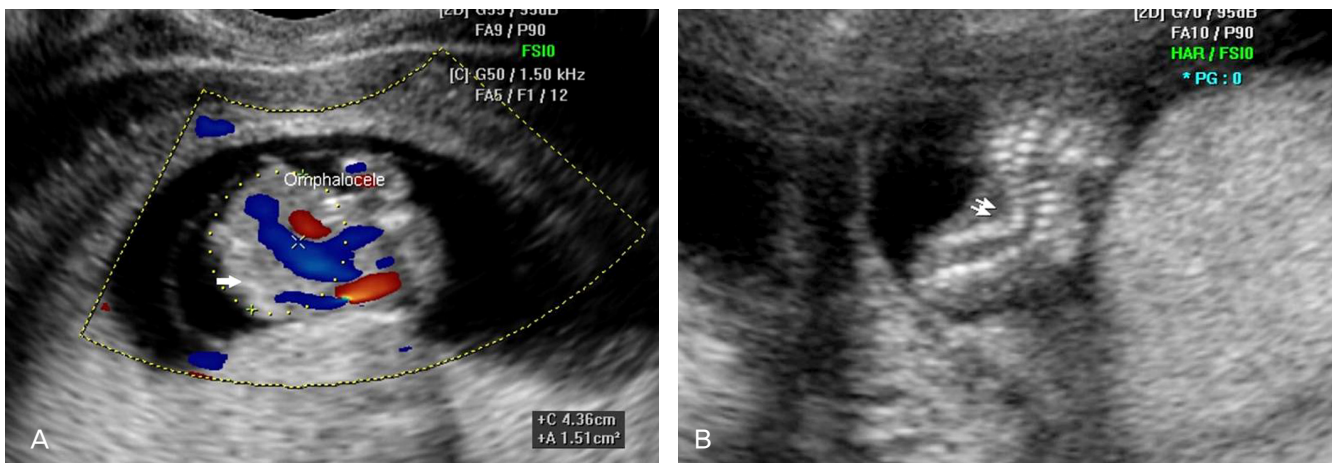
(A) Transabdominal ultrasonographic image of the fetus showing omphalocele (arrow). (B) scoliosis (arrows).
